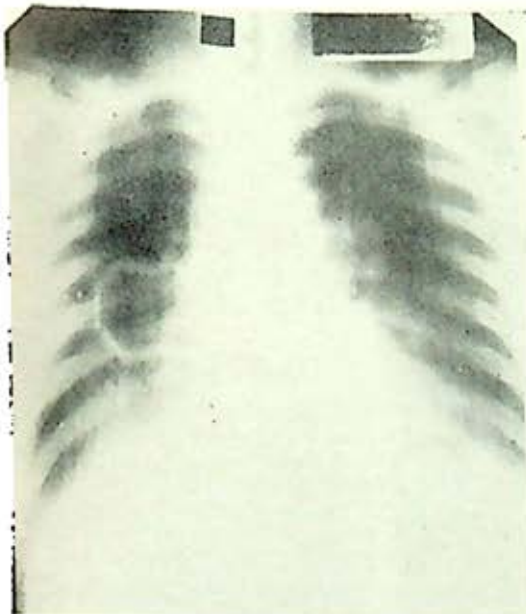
Caso 10.—Tomografía a 5 cm. con imagen cavitaria perfecta.
